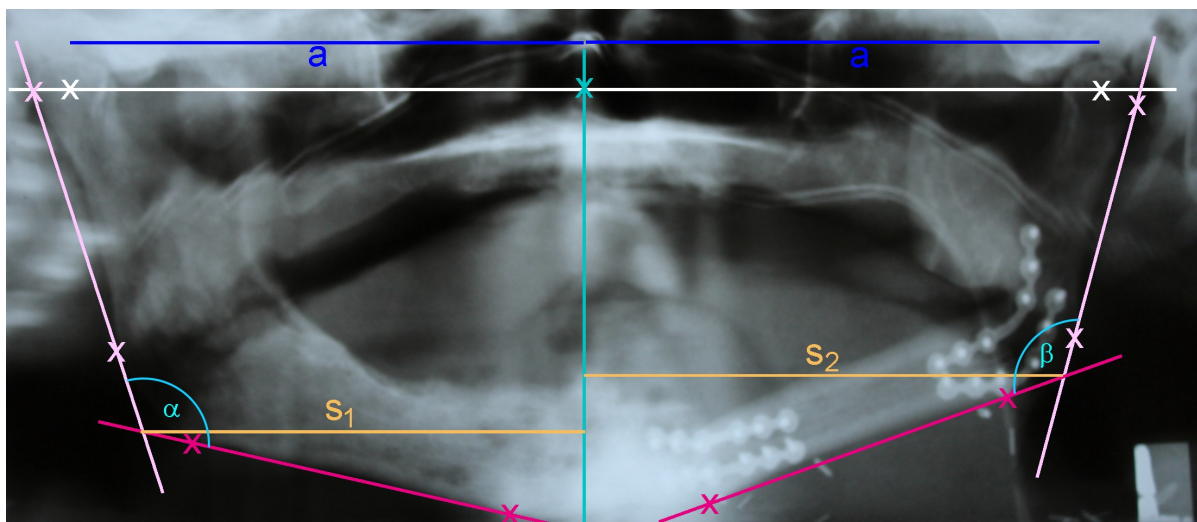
Orthopantomogramm mit Kephalmetrie nach Segner und Hasund
